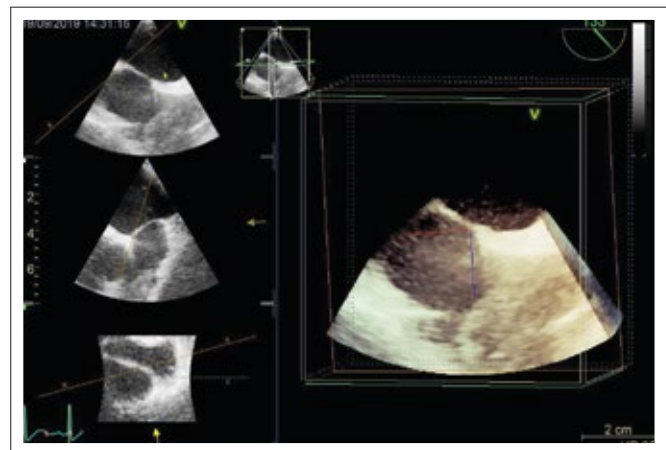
Transthorakale Echokardiographie mit dreidimensionaler Rekonstruktion der Raumforderung an der Spitze des Port-a-Cath.
